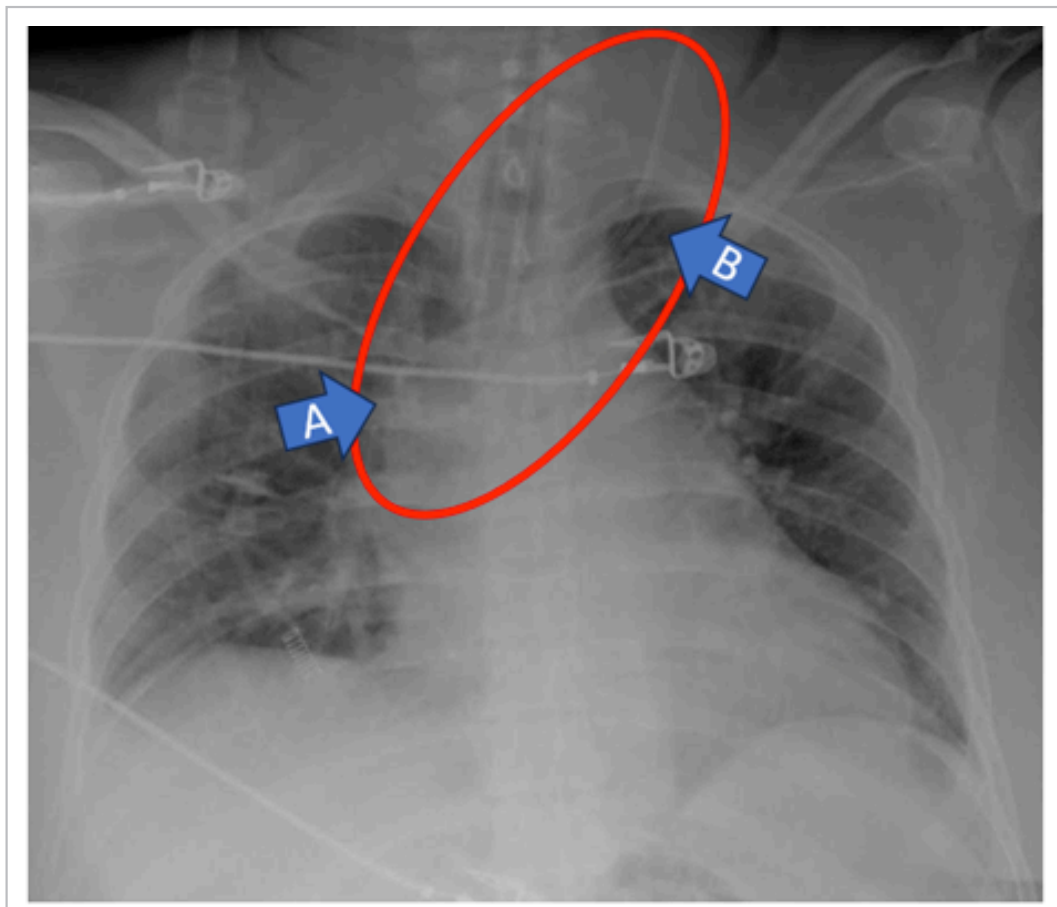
Radiografía anteroposterior de tórax. Flecha A muestra la incurvación retrógrada en “U” del catéter venoso central yugular izquierdo; flecha B señala la punta. El óvalo rojo delimita el trayecto aberrante cefálico.
